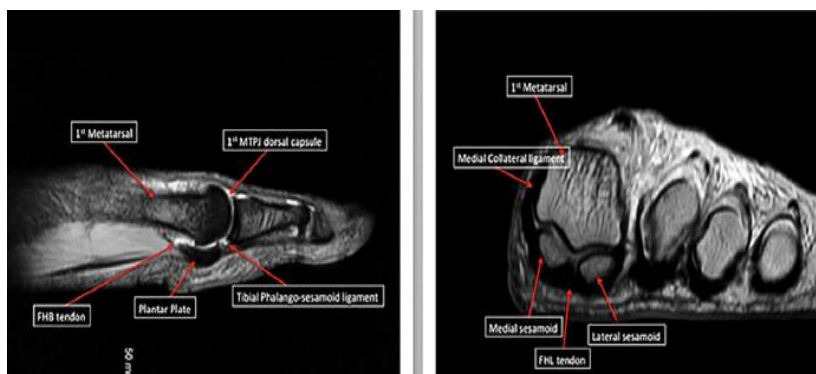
Imágenes de RM normales de la 1ª articulación metatarsofalángica.<sup>(12)</sup>
